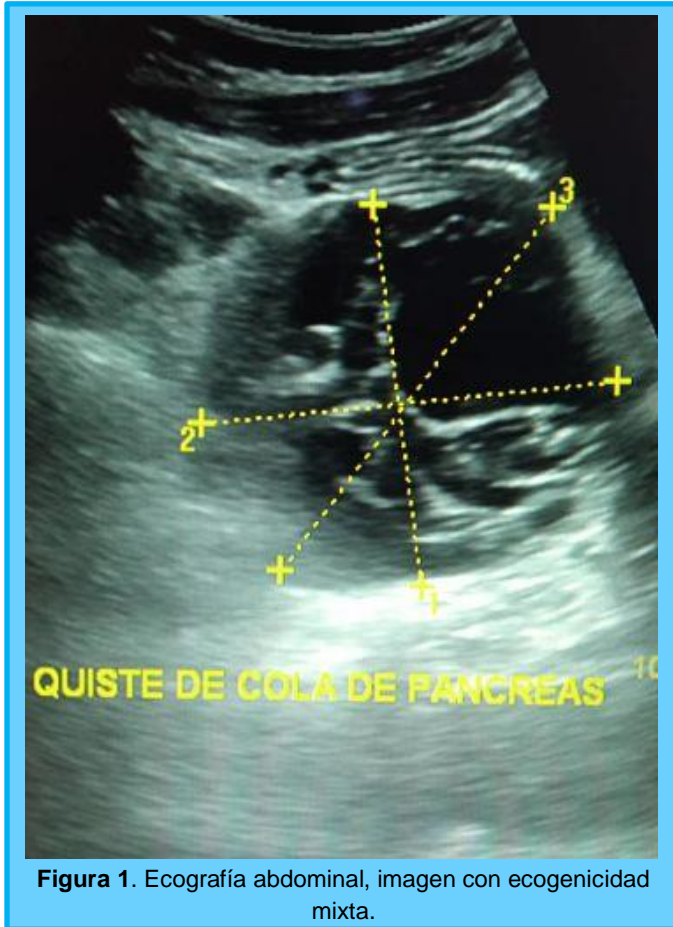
Ecografía abdominal, imagen con ecogenicidad mixta.
